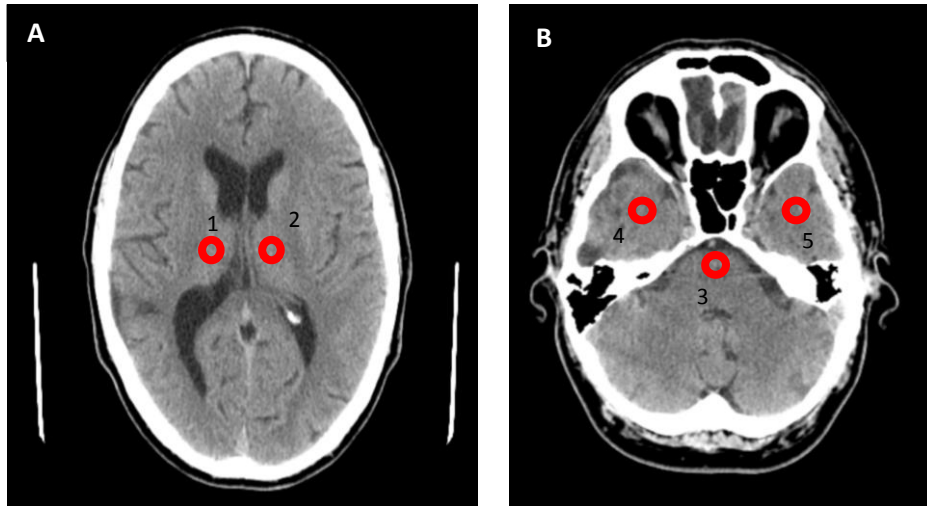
Identificação das ROI's utilizadas para a avaliação objetiva da qualidade de imagem para TC CE. (A) Região supra-tentorial: tálamo direito (1) e tálamo esquerdo (2). (B) Região infra-tentorial: ângulo pontocerebeloso (3), lobo temporal direito (4) e lobo temporal esquerdo (5)
